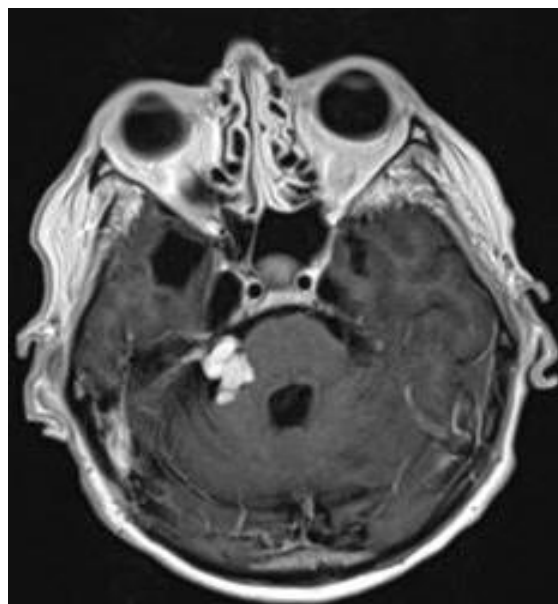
МРТ после операции, остаток опухоли.
